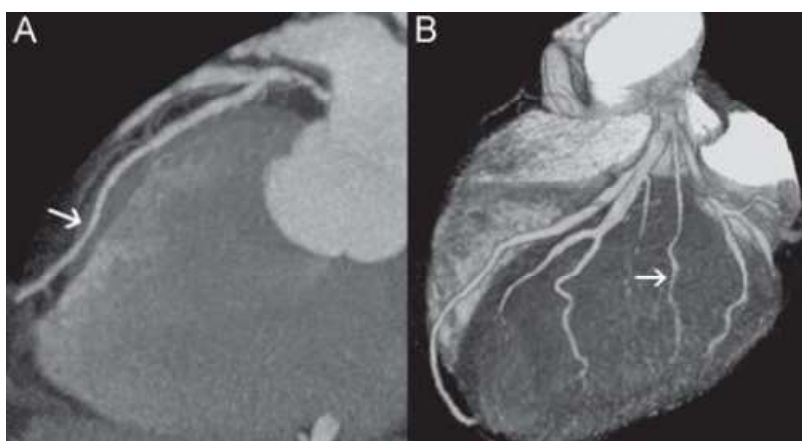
Imagens adquiridas numa CTA, evidenciando um bridging completo do segmento coronário intermediário (seta branca). A) Reconstrução sagital de uma imagem de projecção de intensidade máxima. B) Reconstrução tridimensional (60)
